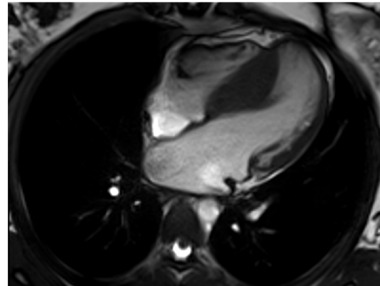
Ressonância magnética de coração.
